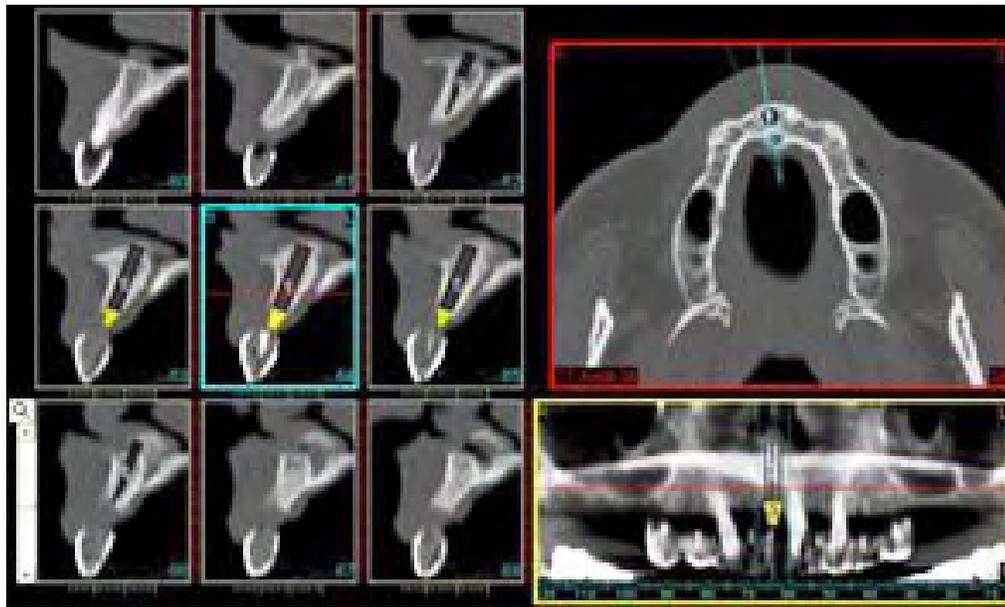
Imágenes basadas en tomografía computarizada del maxilar, 3 ventanas, en corte sagital (derecha), axial (izq. Sup) y coronal (izq. Inf).<sup>(10)</sup>
